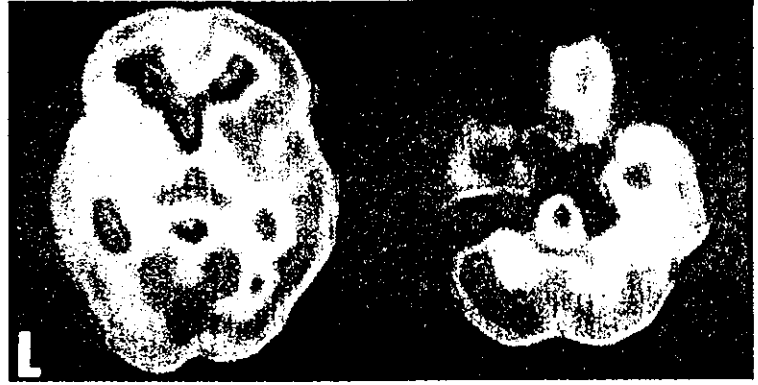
20 左線条体内包梗塞例の脳血流シンチグラフィ(SPECT) [巻頭カラー参照]
